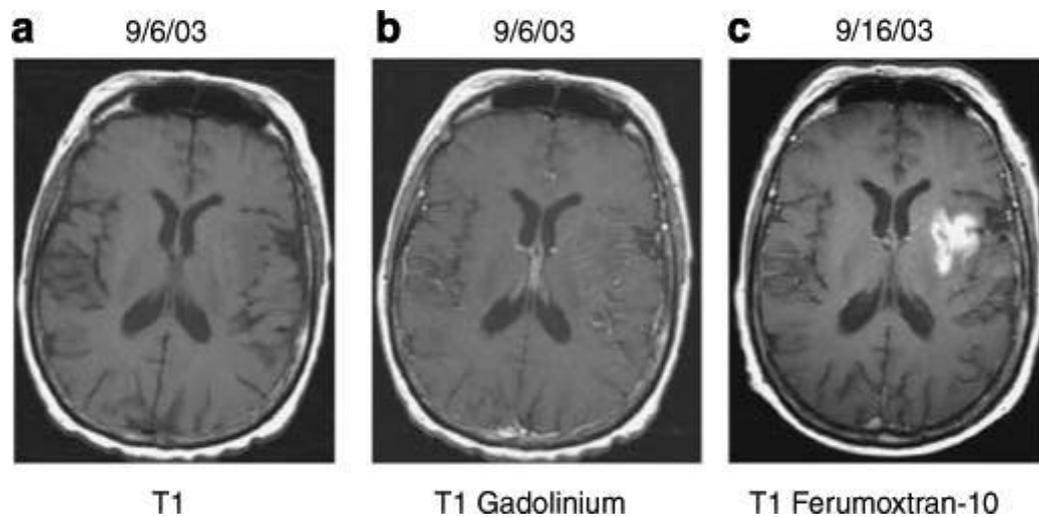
RMN en paciente con infarto cerebral. Imagen (a) sin contraste (b) contraste a base de Gd (c) contraste con SPIONs (ferumoxtran-10) donde se ve ya una imagen que refleja un estado inflamatorio inflamatorio⁶⁵
